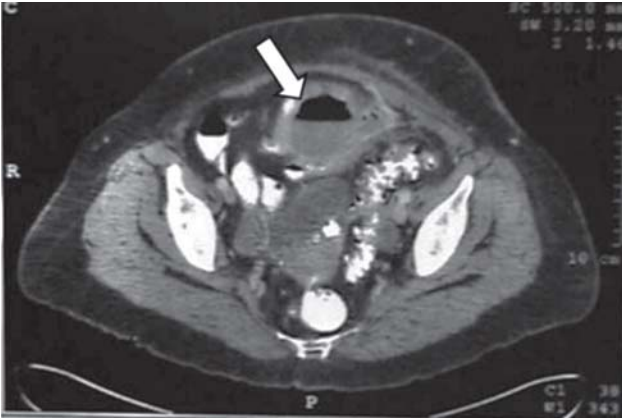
Tomografía axial computada, la flecha marca un absceso por diverticulitis perforada, se observa el medio de contraste dentro del colon.
